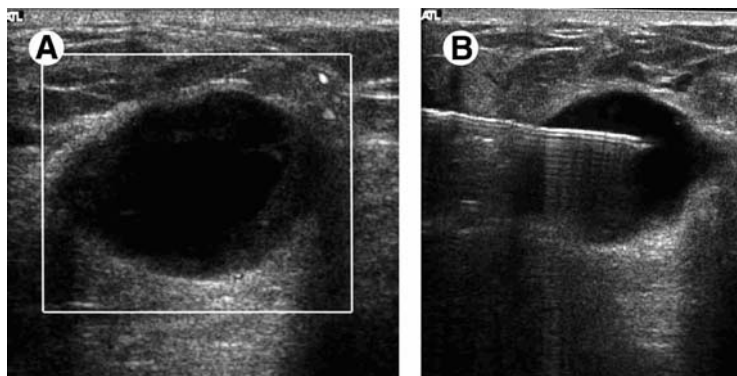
Biópsia aspirativa percutânea guiada por ultra-sonografia em “B”, mostrando o trajeto da agulha, de uma lesão cística mostrada em “A”. Fonte: adaptado de Shulman (2006).
